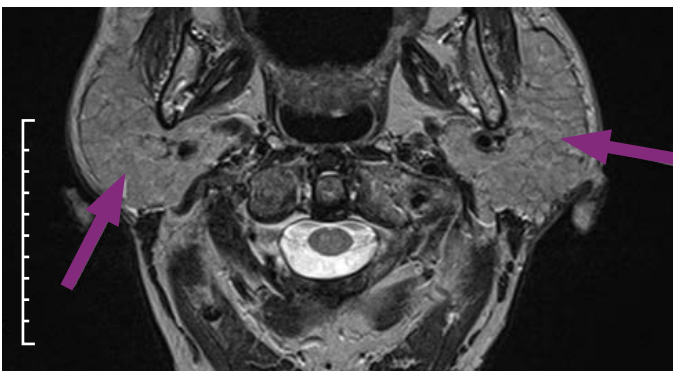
Ressonância magnética craniana à apresentação
